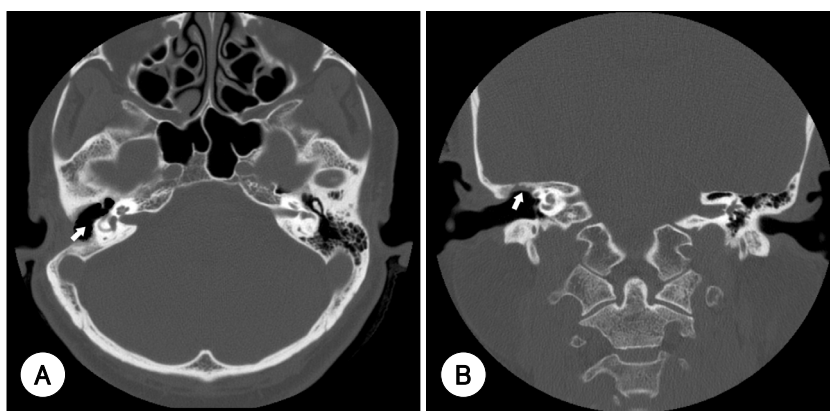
Post-treatment temporal bone CT scan (17 months later). The soft tissue density filled with mastoid cavity & attic area was disappeared (arrow). A : Axial view, B : Coronal view.
